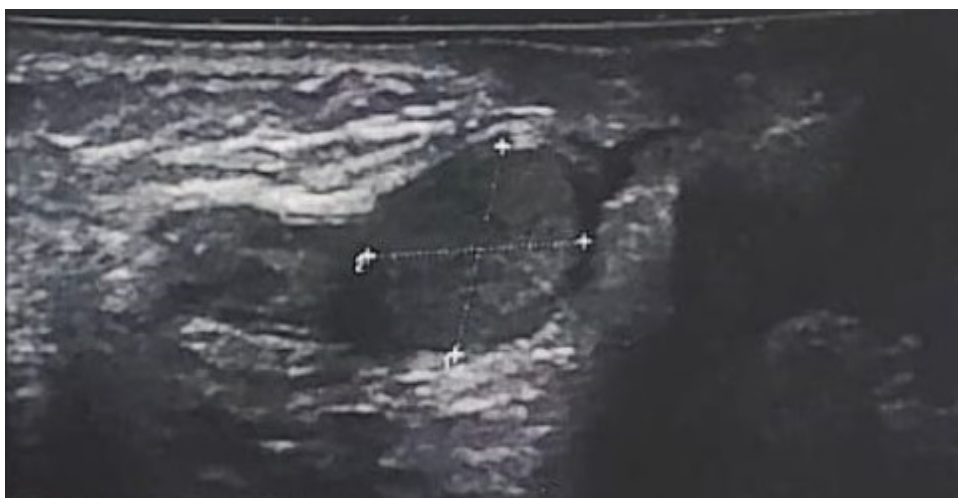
Ultrassonografia evidenciando imagem ovalar, com ecotextura heterogênea, contornos regulares, junto a base do pênis a esquerda.
